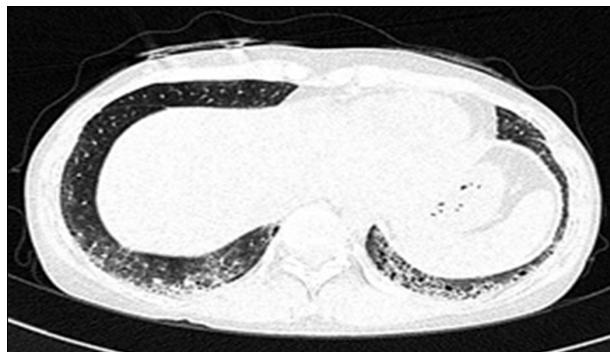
High resonance computed tomography revealed subpleural ground glass opacity and reticular densities in both lower lung fields.
